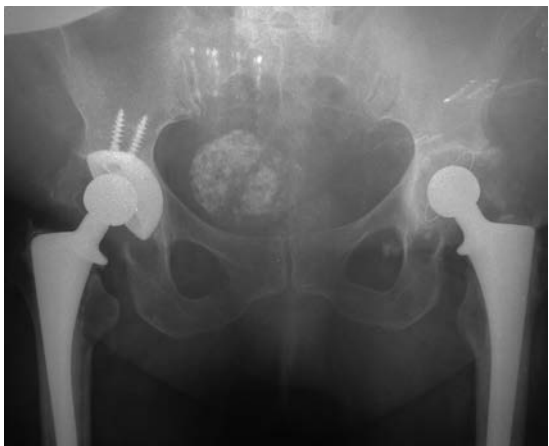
Обзорная рентгенограмма таза пациентки в переднезадней проекции через 9 мес. после эндопротезирования: положение компонентов протеза прежние, признаков расшатывания нет
